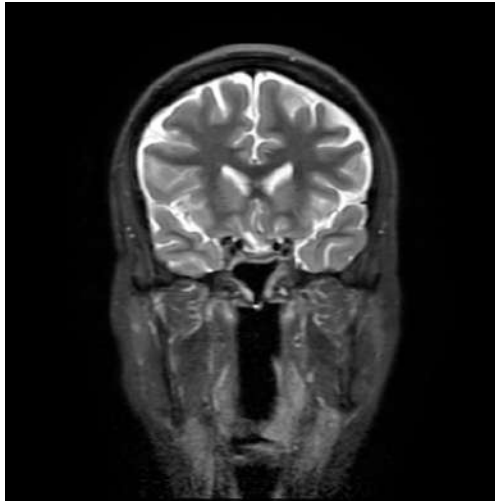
Спостереження №25. Контрольна МРТ пацієнтки у послідовності STIR через 3 місяці після тотального видалення пухлини.
